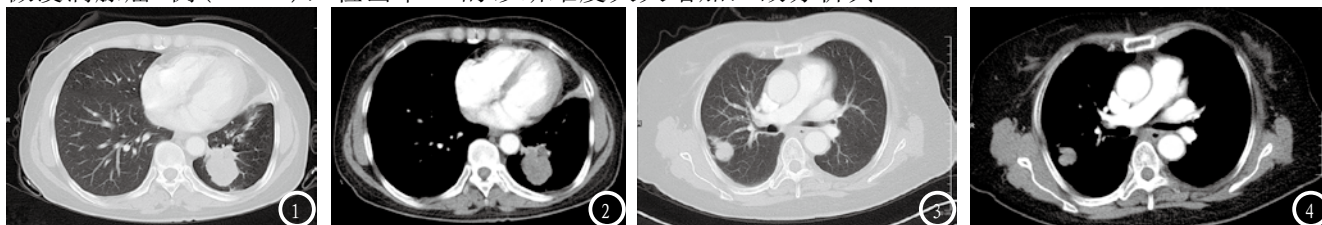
低分化肺腺癌患者的CT扫描图像。图3-4 中分化肺腺癌患者的CT扫描图像。
